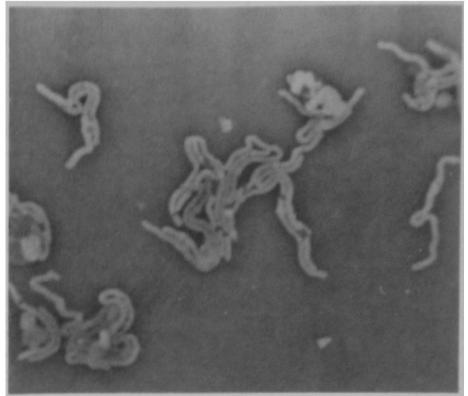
TK-447 strain, CTRX 0.006 $\mu\text{g/ml}$, 3 hr
